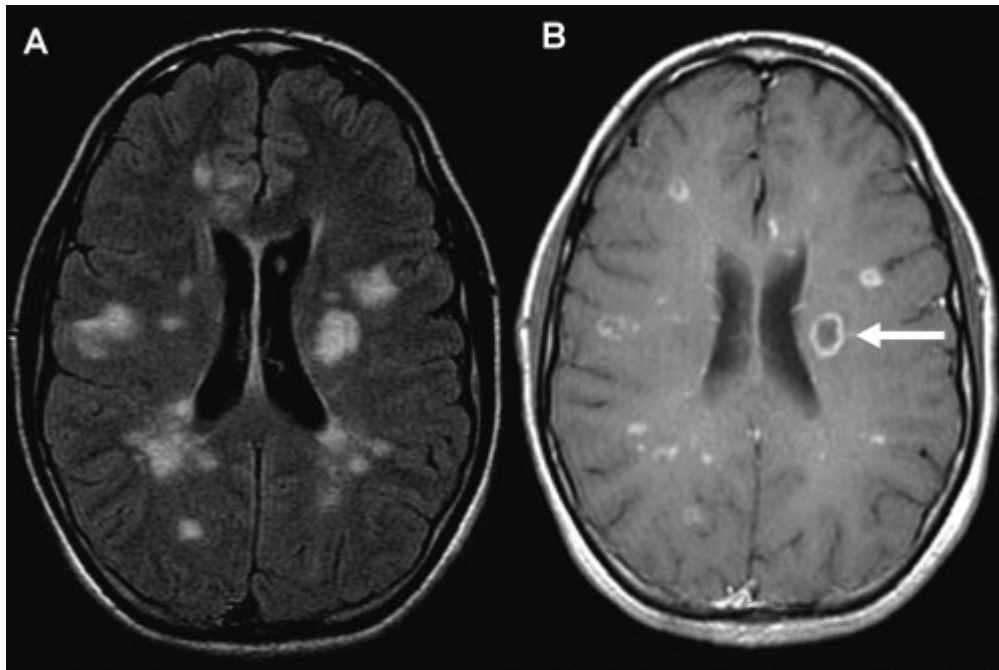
MRT-Bild eines an Multipler Sklerose erkrankten Kindes
